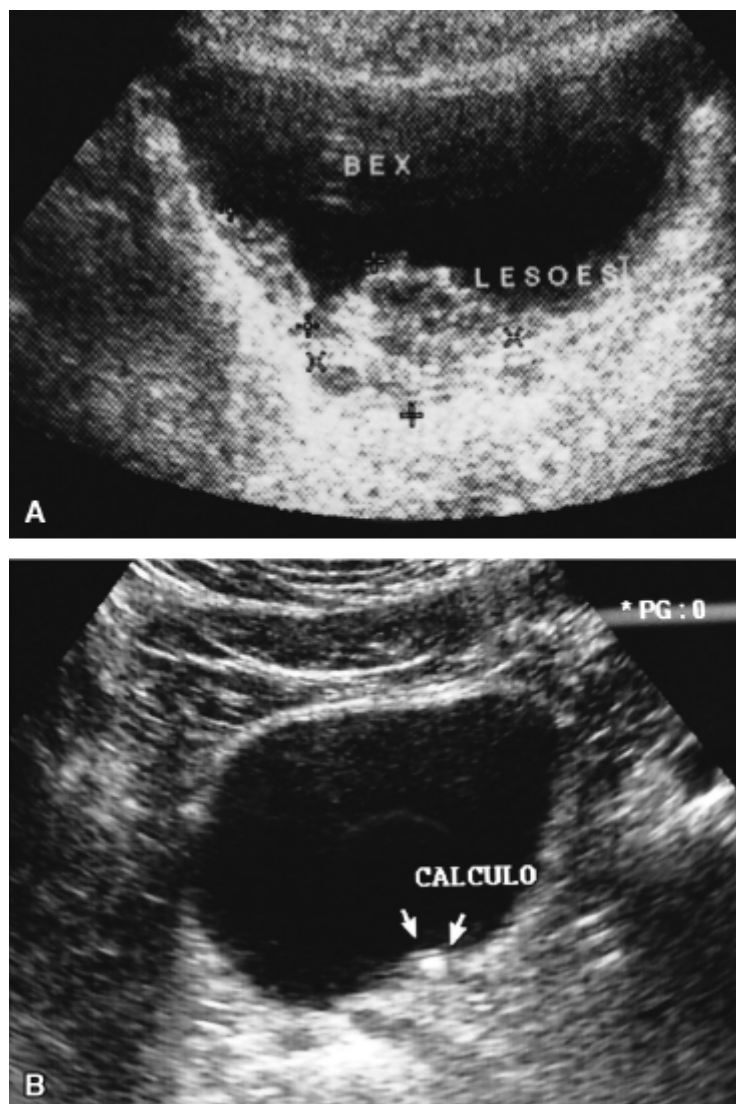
Ultrassonografia pélvica. A. Lesão polipoide da bexiga. B. Cálculo na junção ureterovesical.
